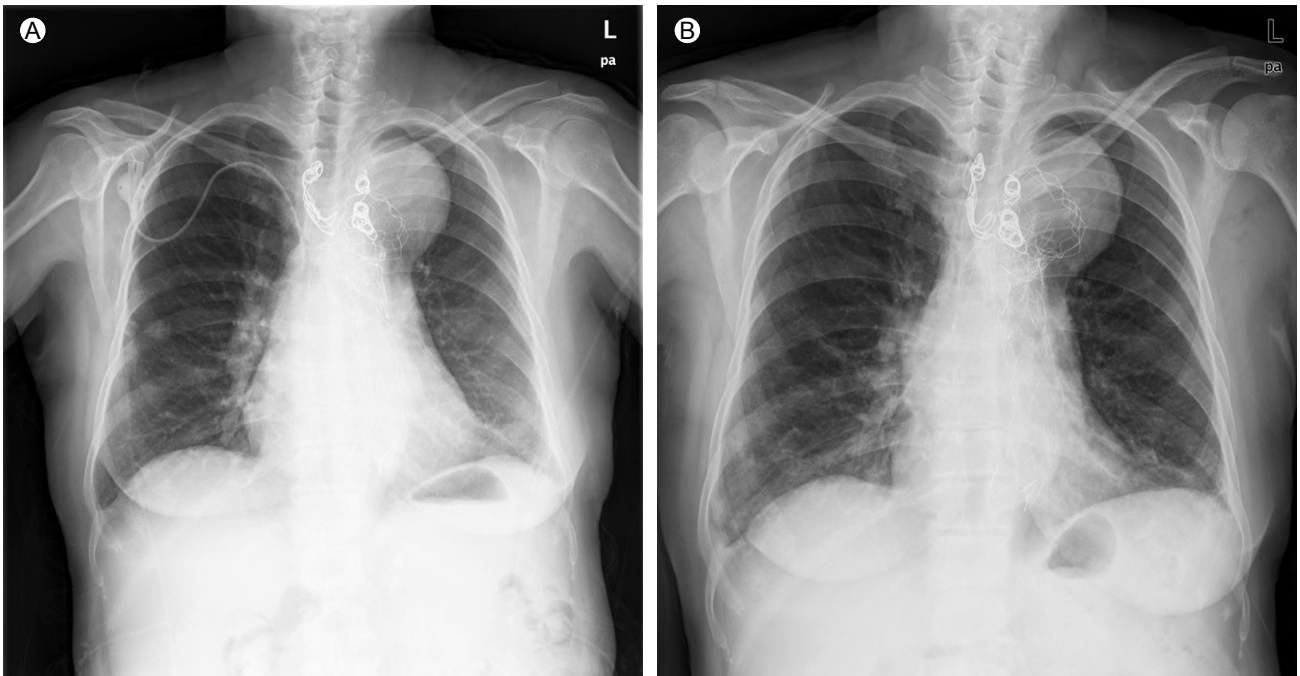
(A) Chest X-ray, performed immediately after thoracic endovascular aneurysm repair (TEVAR). (B) One-year follow-up chest X-ray showing no significant interval change in the aortic aneurysm.
